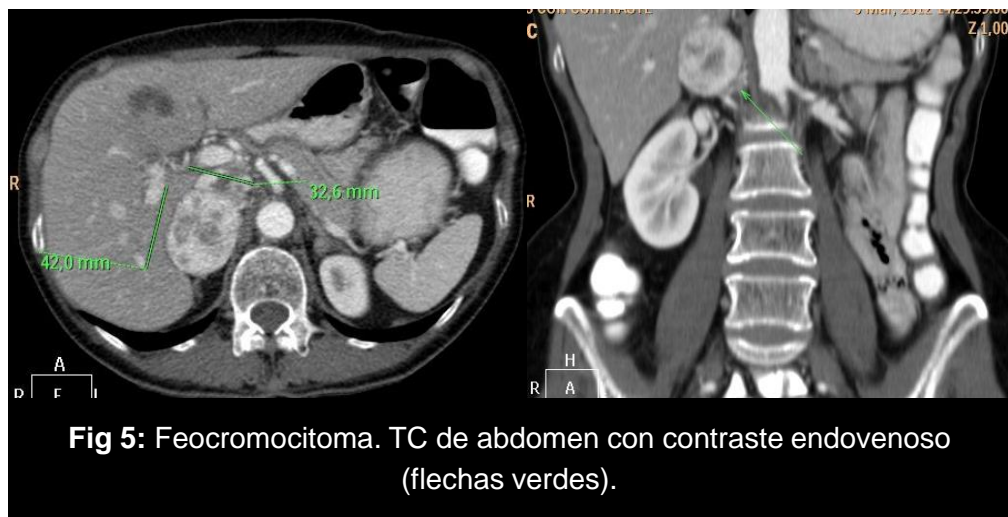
Feocromocitoma. TC de abdomen con contraste endovenoso (flechas verdes).
